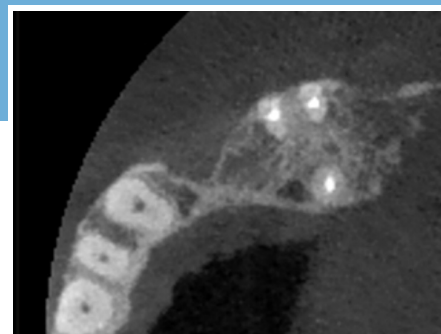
Esame CBCT in cui si evidenzia la perdita ossea orizzontale.
